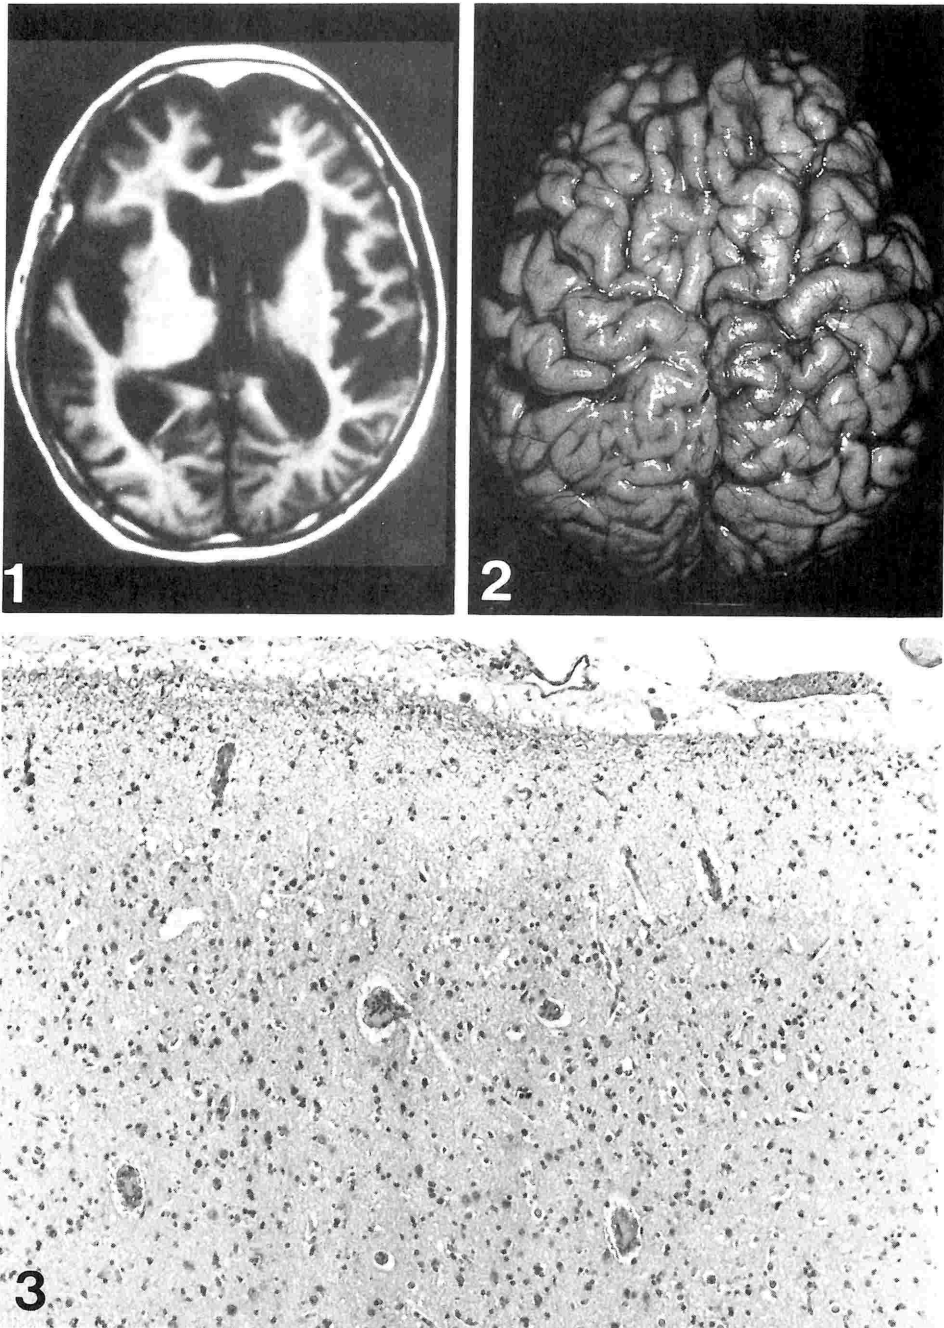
死亡2年前の頭部 MRI T1強調画像. 前頭葉, 側頭葉の著明な萎縮と脳室拡大.
